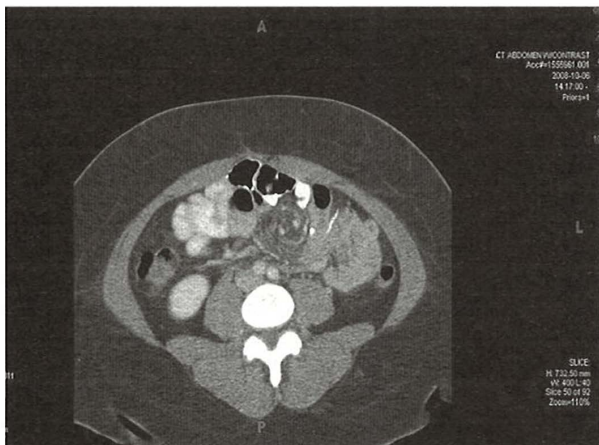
Imagine computer tomografică ce evidențiază o hernie internă post bypass gastric. Se observă volvularea grăsimii mezenterice.
